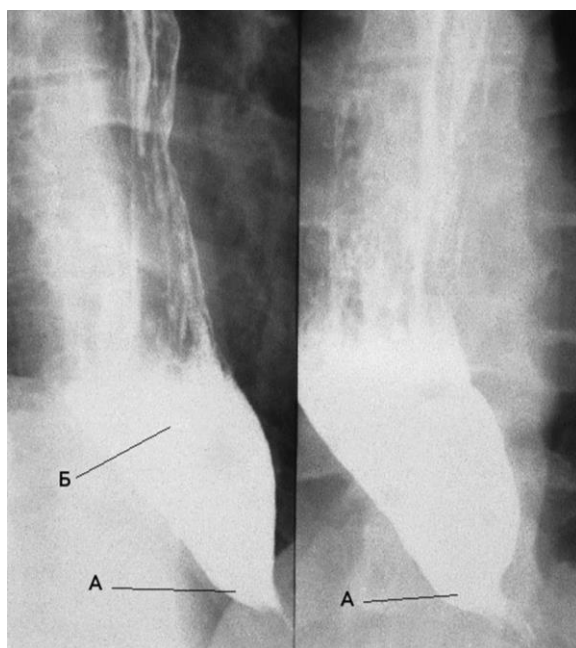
Прицельная контрастная рентгенография пищевода в прямой проекции. Метод тугого наполнения. Сужение терминального отдела пищевода (А) в виде «птичьего клюва», с супрастенотическим расширением (Б). Ахалазия кардии
